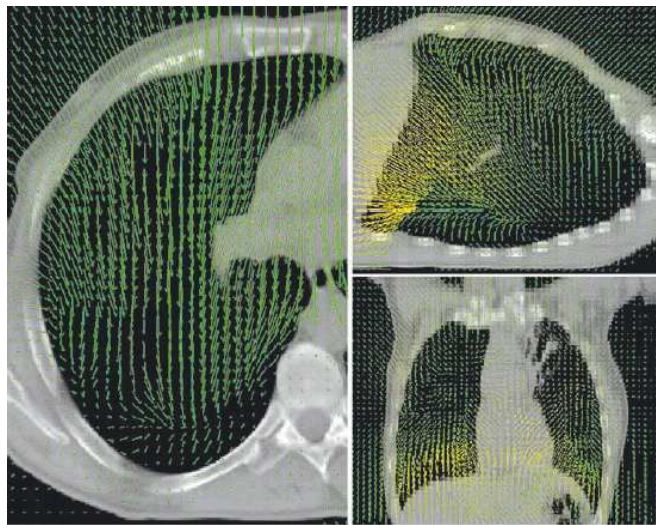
Représentation du champ de vecteurs par surimpression des vecteurs de déplacement 2D sur les coupes TDM d'un patient. L'amplitude du déplacement est matérialisée par la longueur du vecteur et sa couleur. Ici les vecteurs sont espacés tous les 7 mm mais cette résolution est modifiable par l'utilisateur.
